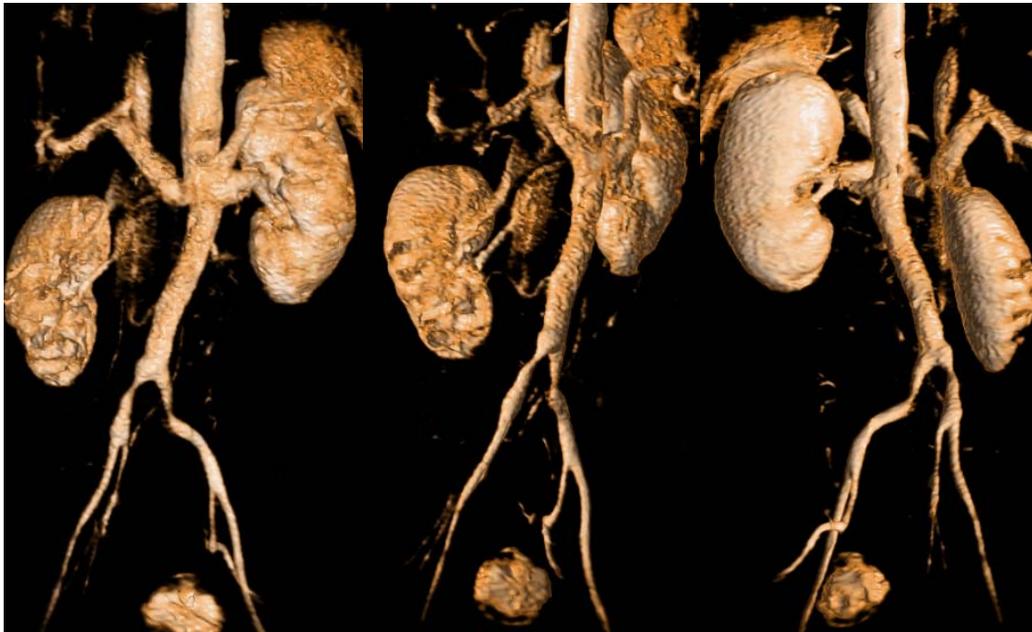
Femenino de 50 años de edad con diagnóstico de AT de 50 meses de evolución. Reconstrucciones volumétricas multiplanares de tomografía simple en distintas proyecciones. Se identifican zonas de disminución del calibre a nivel del tercio proximal de ambas arterias ilíacas en paciente con AT.
